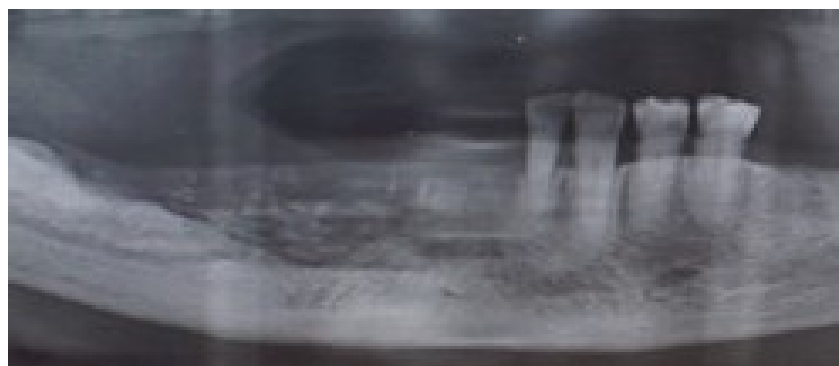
Ortopantomografia inicial, com sinais evidentes de lesão óssea, compatível com osteonecrose do maxilar. (gentilmente cedido pelo Professor Doutor José Silva Marques)
